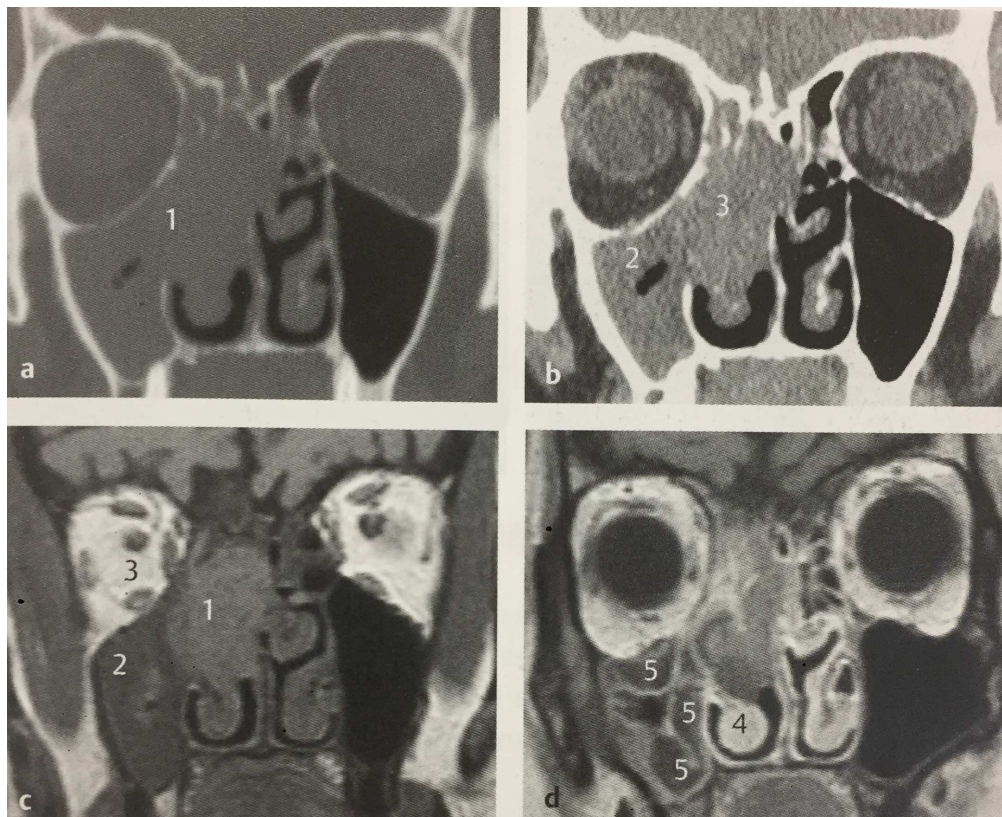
Différenciation tissulaire : scanner (a, b) versus IRM (c, d)(25).
